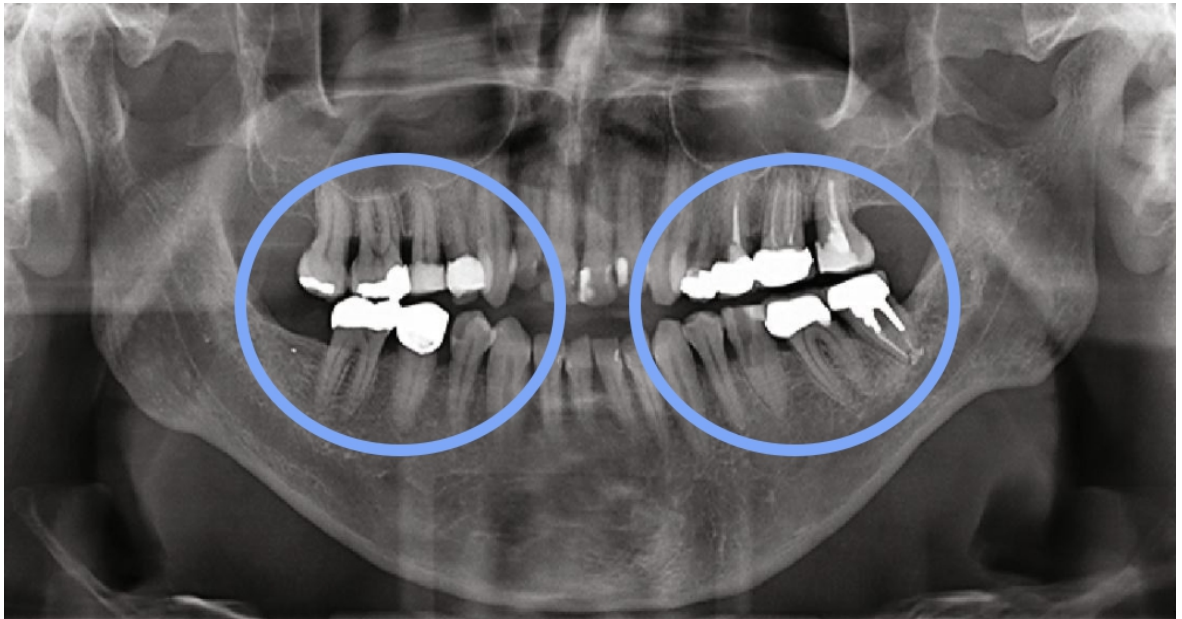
cliché radiographique de l'ostonécrose de stade 2 des figures 12 et 13, marqué par une ostéolyse horizontale dans les secteurs postérieurs (52).
